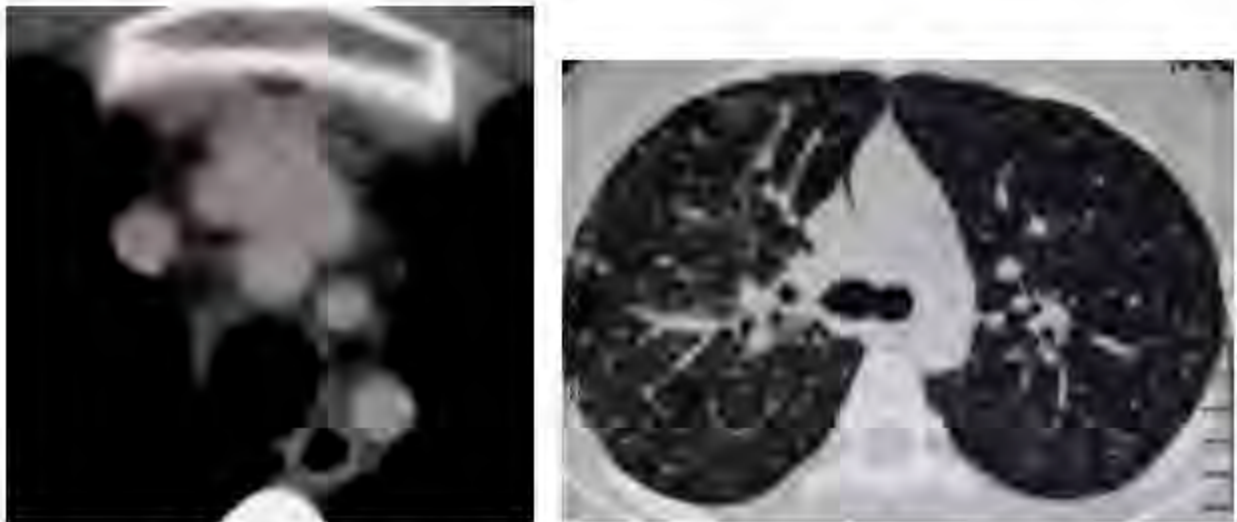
МСКТ с контрастированием сосудов пациентки 3.
